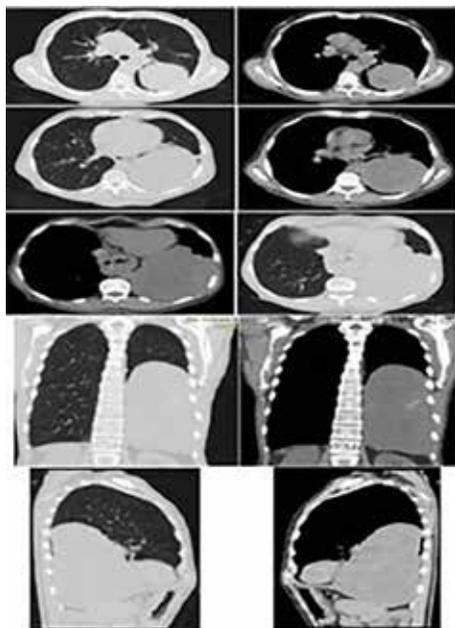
TC, se observa lesión de tejido blando ovalada de contornos parcialmente definidos con contacto pleural.
